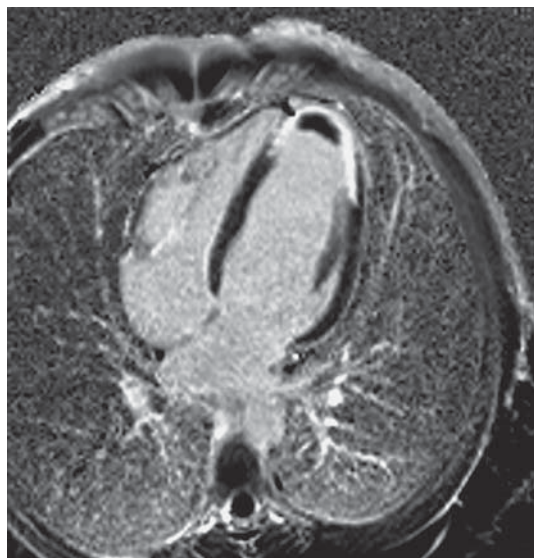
Магнитно-резонансная томография сердца с контрастированием. В верхушке сердца визуализируются зона трансмурального фиброза миокарда, пристеночный тромб.
